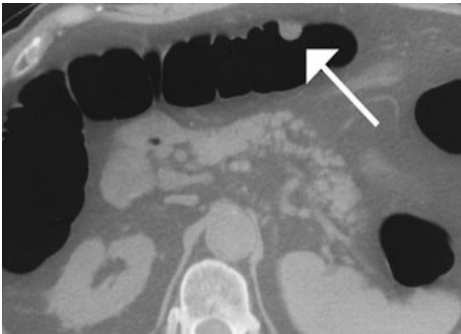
Axiale doorsnede tijdens CT-colonografie: Op deze doorsnede bemerkt men een poliep (⚡) in het colon transversum.
